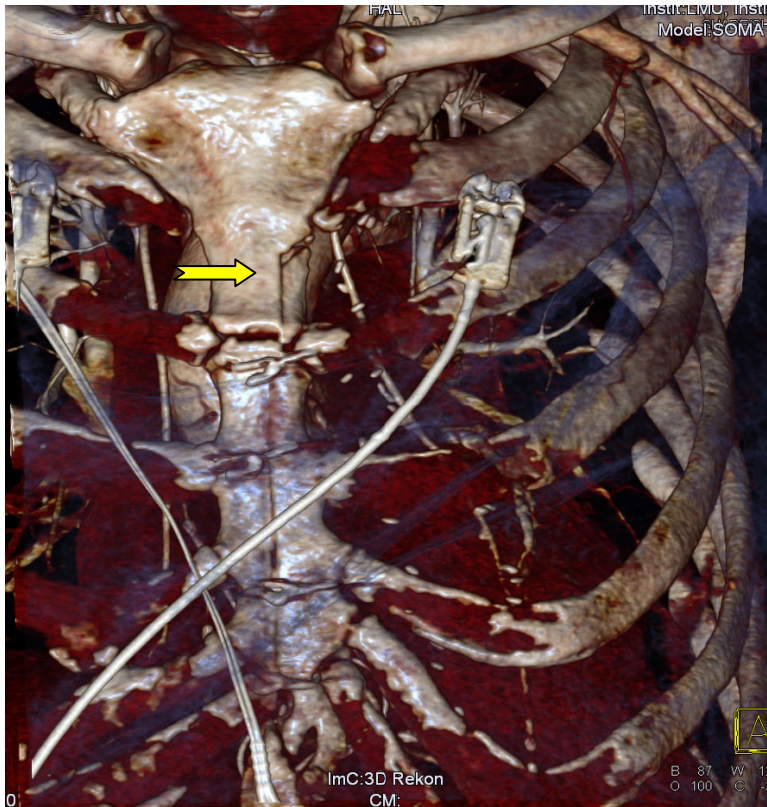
Zur Darstellung kommt eine Ebene im Schicht-CT des inzidierten Sternums mit erkennbarer Schnittführung bis zum Manubrium (Dritter Inter-costalraum). Rechts seitlich davon findet sich die LITA. Das Manubrium ist bis auf ein kleines Frakturstück (➡) im rechten unteren Abschnitt unversehrt.
